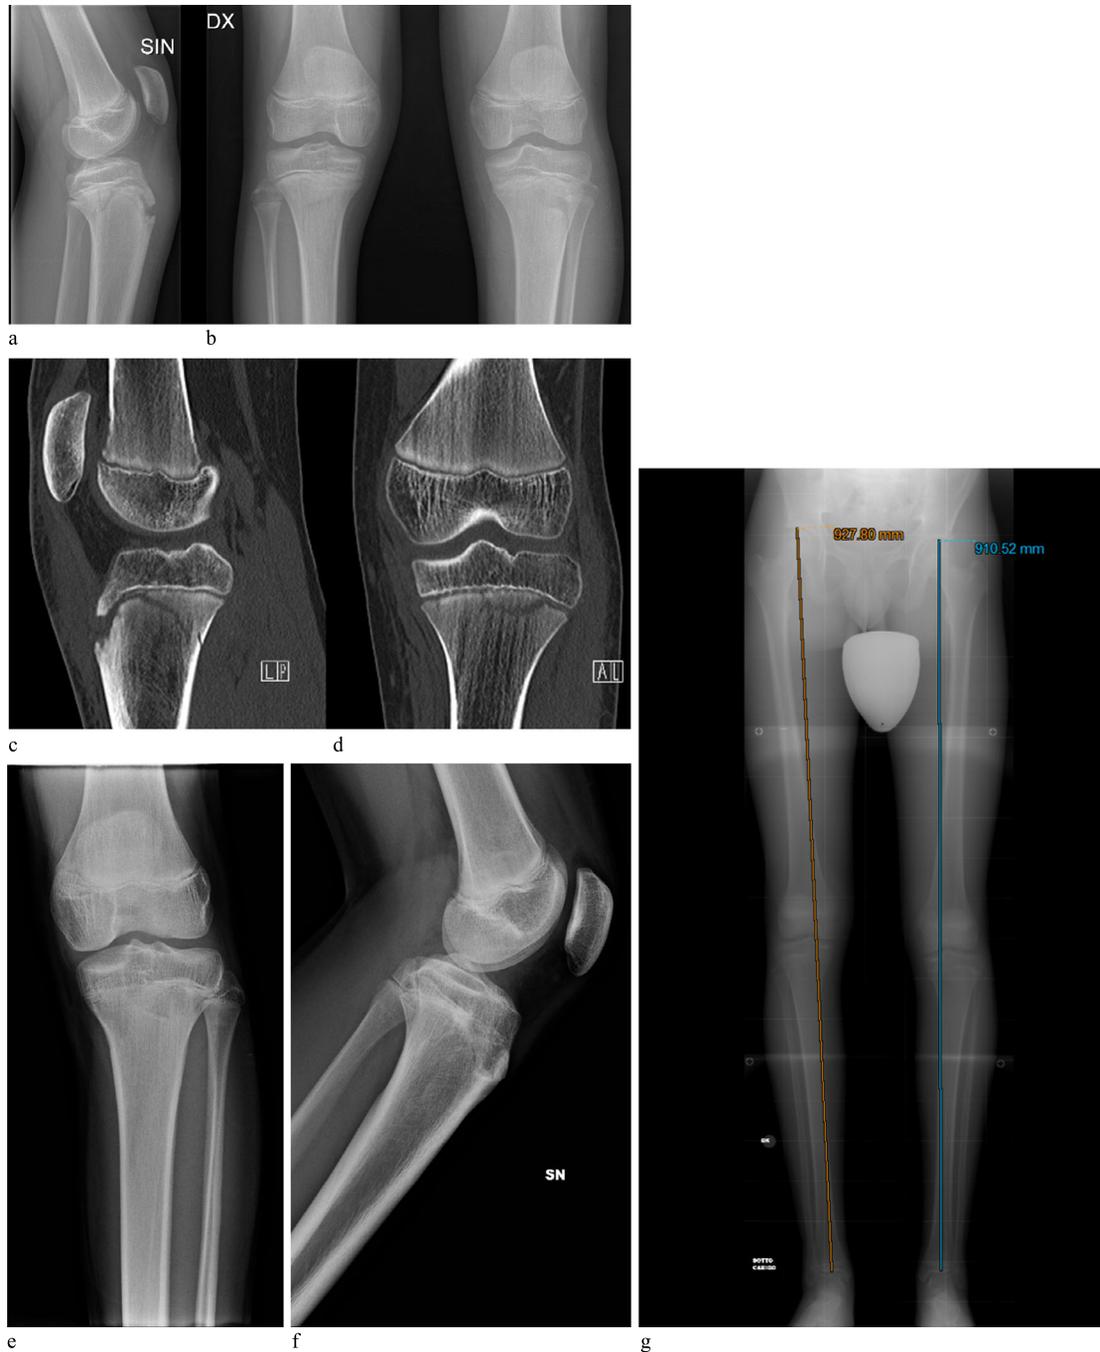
a-d Ragazzo di 13 anni con distacco epifisario tipo II di S-H della tibia prossimale sinistra (radiografie standard e TC). e,f Precoce chiusura della fisi tibiale prossimale. g Esito in accorciamento della tibia e conseguente ipometria dell'AI sinistro
